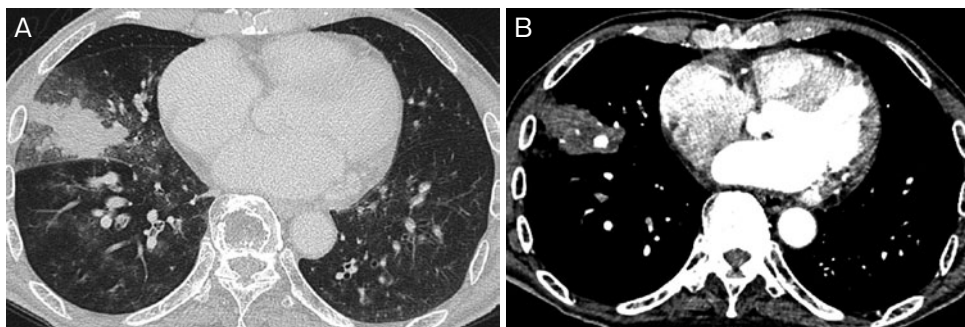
胸部造影CT(第1病日)所見. (A) 右中葉にconsolidationを認め, (B) 内部に造影剤で, 肺動脈と同時相で濃染される結節を認めた.
